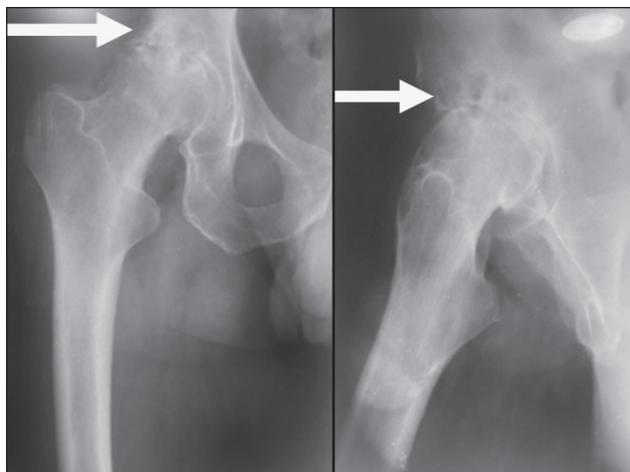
Фотовідбитки рентгенограми правого кульшового суглоба (відмічено кісти кульшової западини).
